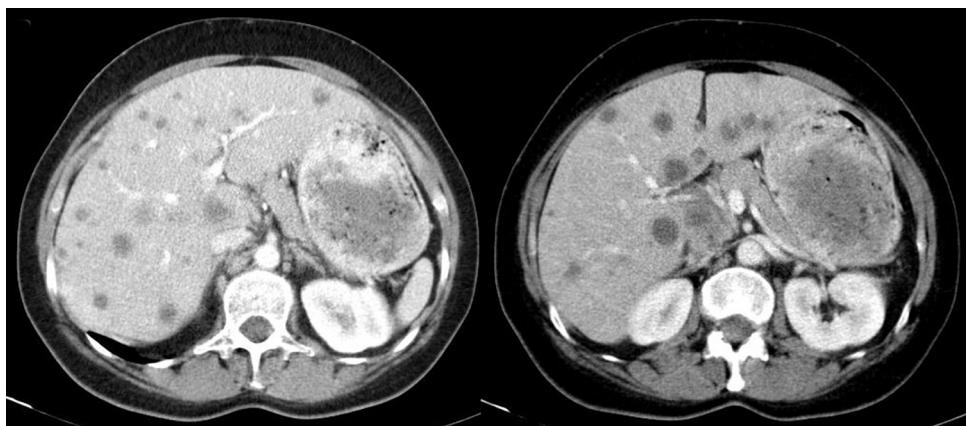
TC abdomen: LOES hepáticas en todos los segmentos compatibles con metástasis.
